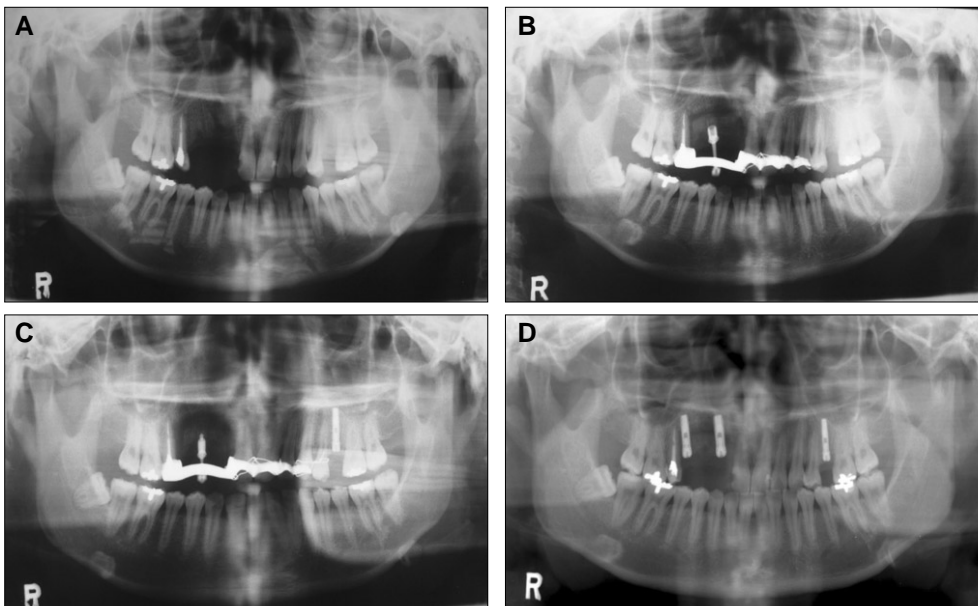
Orthopantomograms in the patient with ABDUL: A, Preoperatively; B, After fixation of supporting plate; C, After finishing of distraction osteogenesis; D, After implant placement.
